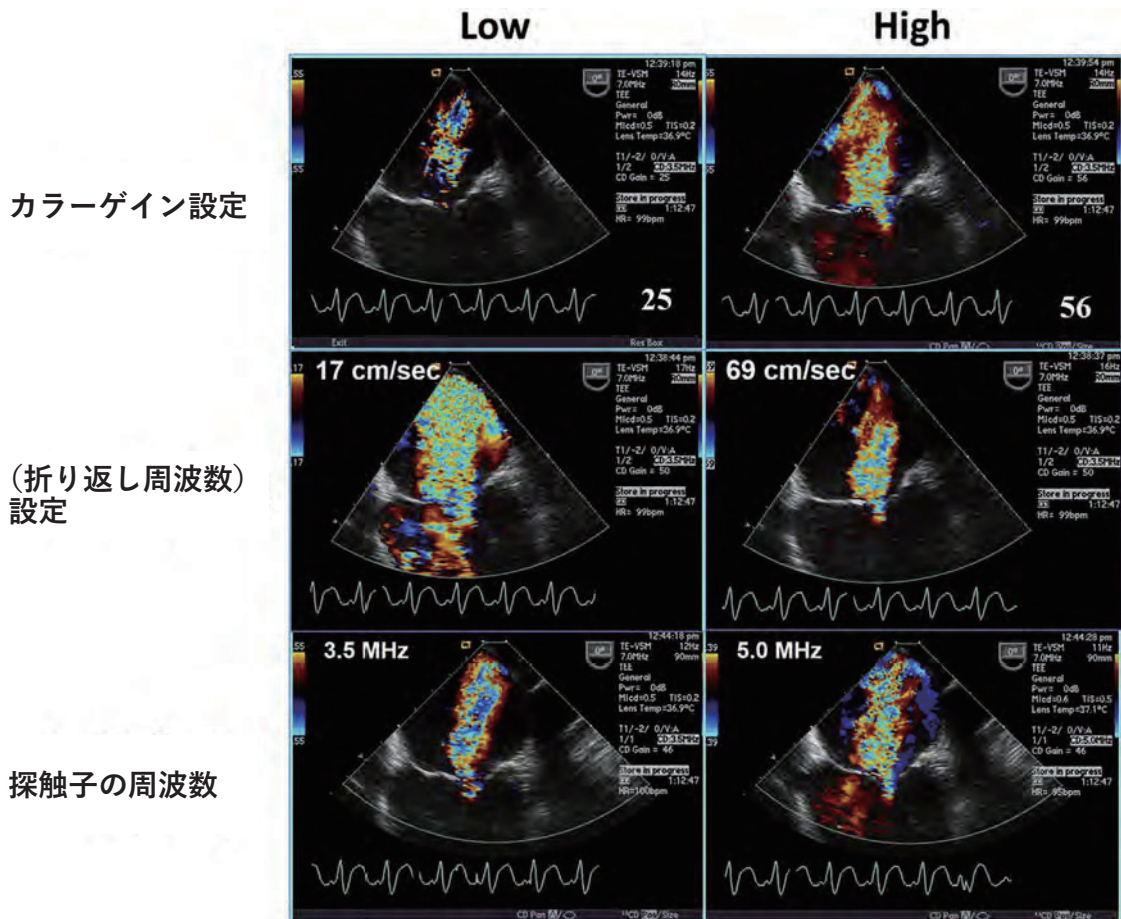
カラージェットの面積に対する、カラーゲイン設定、速度レンジ（折り返し周波数）設定、探触子の周波数の影響。ジェットを過少評価しないために、カラーゲイン設定はノイズが出現しない最大に設定にする必要がある。折り返し周波数を低値にすると低速部がより描出されるため、ジェットを過大評価してしまう。そのため、速度レンジは50-70 cm/sec に設定されるべきである。経食道エコープローブのような高周波数の探触子では、ジェットはやや大きく描出される。
